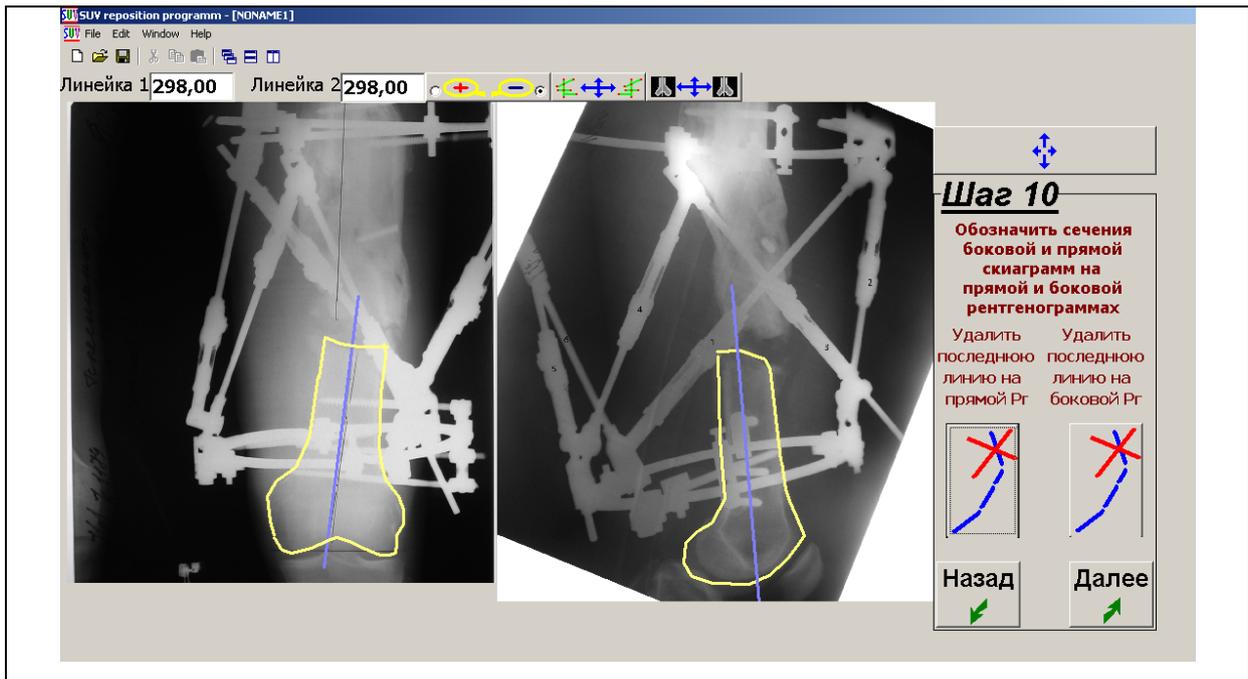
Вид окна программы Орто-СУВ после выполнения Шага 10: на прямой и боковой синими линиями рентгенограммах обозначены сечения скиаграмм
